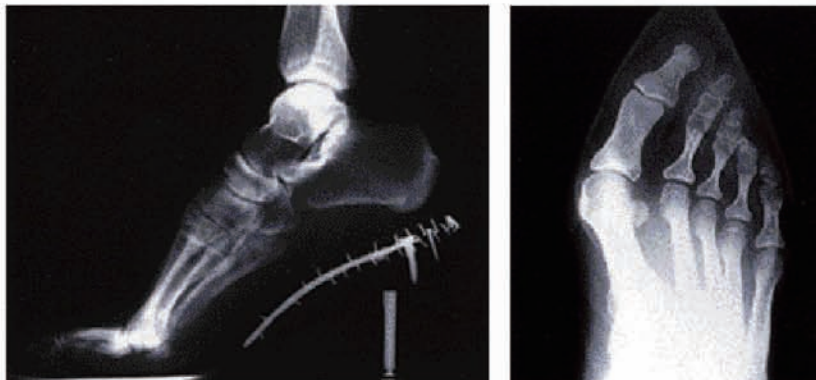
ハイヒールを履いたX線(レントゲン)写真
